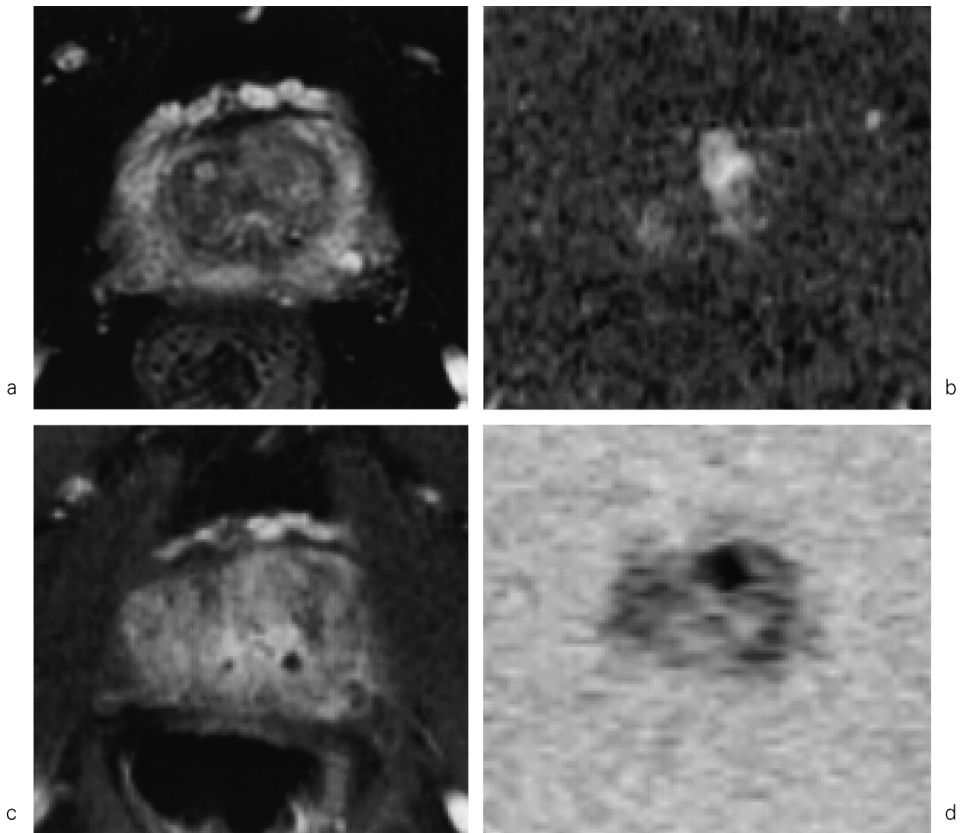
MRI of prostate cancer (Gleason score 3+3=7) in transition zone in a 74-year-old male T₂-weighted axial image with fat saturation (a) shows the heterogeneous intermediate signal intensity area in lt. transition zone. Gd-DTPA dynamic-subtraction T₁-weighted axial image in the early phase (30 s) (b) shows localized enhancement in the area. Gd-DTPA enhanced T₁-weighted axial image with fat saturation (c) shows heterogeneous enhancement in the area. On diffusion-weighted axial image (b=1000) (d), the area shows abnormal intensity and the area was diagnosed as cancer by an operation.
